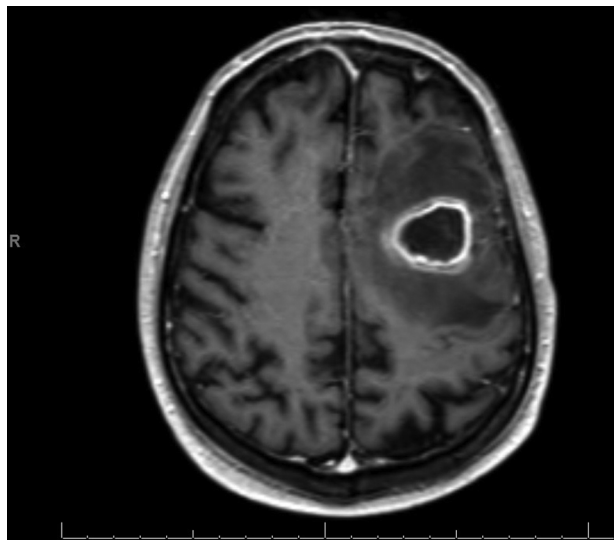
Resonancia magnética, corte transversal. Hallazgos compatibles con absceso cerebral frontal izquierdo con una extensa zona de cerebritis circundante.
